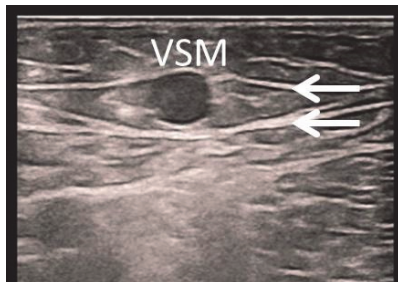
Imagine ultrasonografică tipică a v. safene *magna* în secțiune transversală (VSM – v. safena *magna*, ↑ – compartiment safen)
